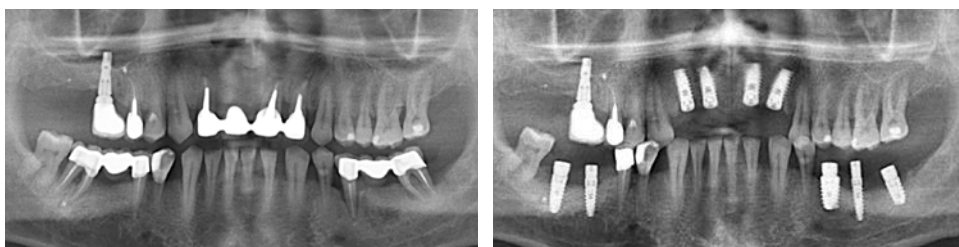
Ортопантомограмма до лечения и через 2 мес после установки имплантатов у пациента М., 53 лет
